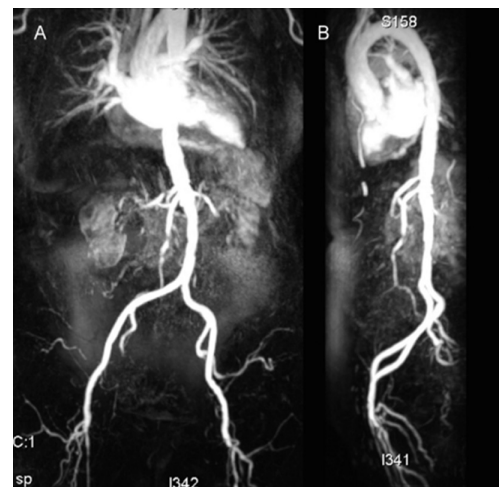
Evaluation de l'aorte et des artères périphériques par angiographie IRM et rehaussement vasculaire par un produit de contraste (gadolinium).
